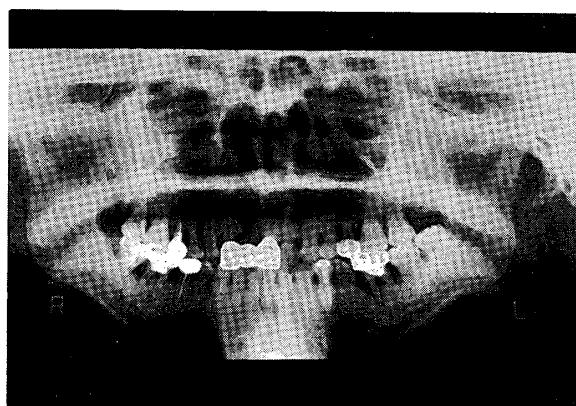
Orthopantomographic view at first examination.
